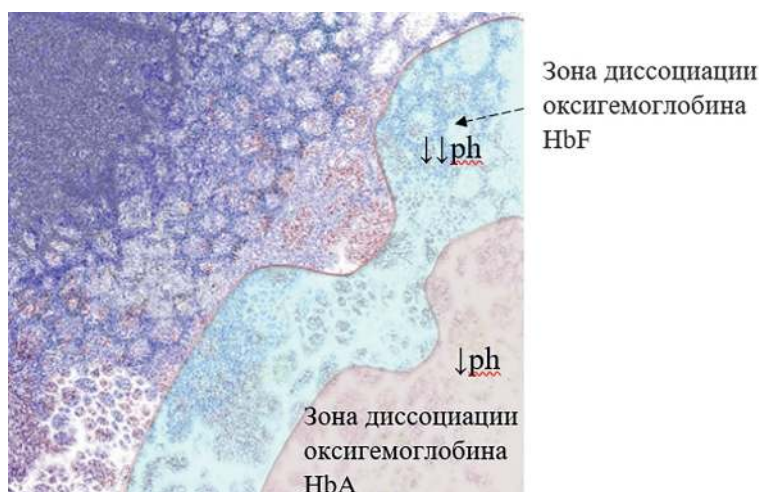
Структура обеспечения O_2 гипоксической зоны повреждения у новорожденных до гемотрансфузии.
